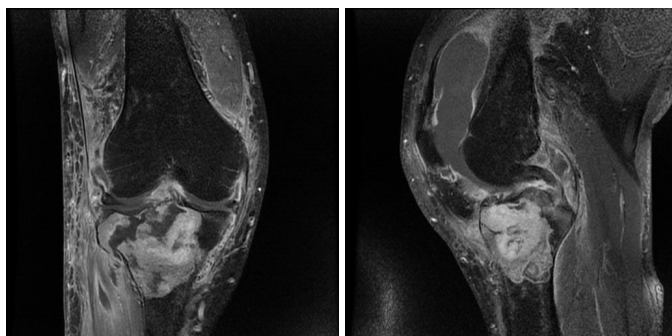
Aspect RMN preoperator
